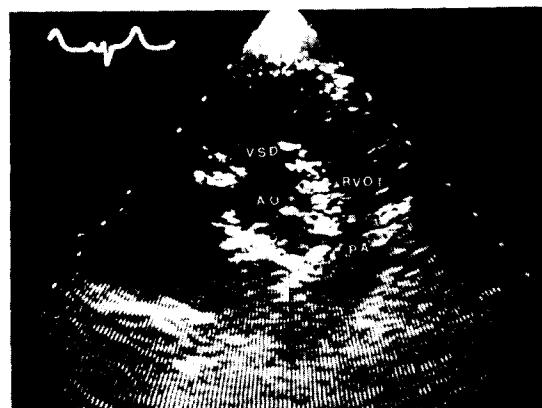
Pre-op. Echocardiogram (parasternal short axis view), showing absence of pulmonary valve.
